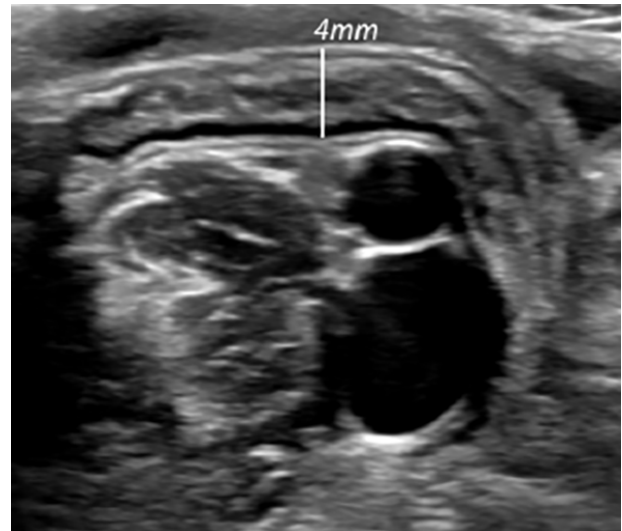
Ecografía negativa-apéndice cecal visualizado, de tamaño adecuado y sin cambios inflamatorios
